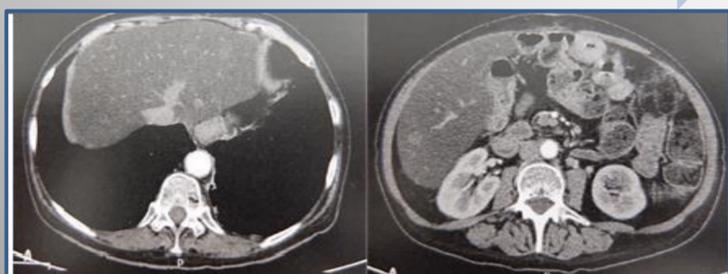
TC basal Mayo 17
